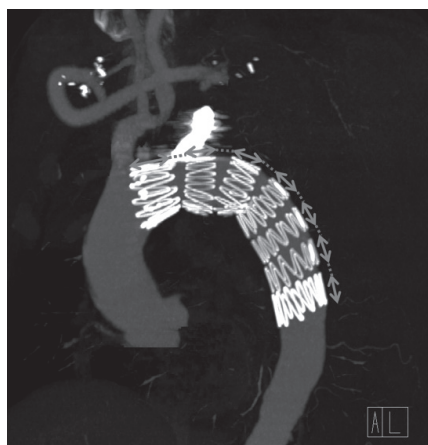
スtentグラフト留置後の造影CT MIP像
